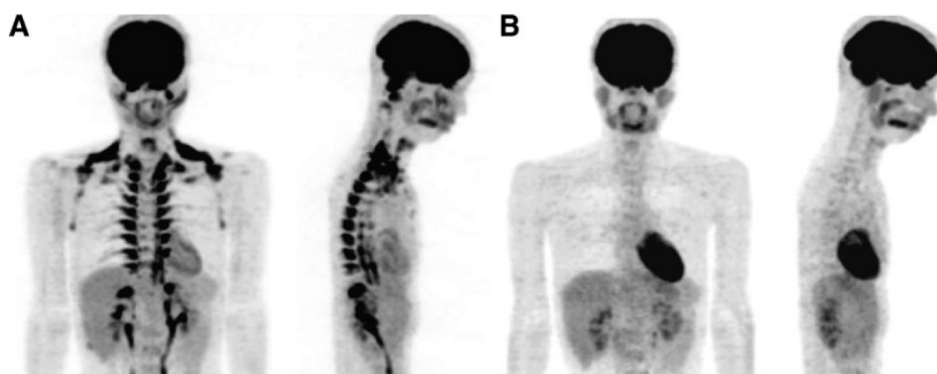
Whole-body FDG-PET images under cold or warm condition. A: A 25-year-old male subject fasted for 12 h and was kept in an air-conditioned room at 19°C with light clothing and put his legs on an ice block intermittently (for ~4 min at every 5 min). B: The same subject underwent FDG-PET/CT examination as previously, but he was kept at 27°C with standard clothing and without leg icing (warm condition) for 2 h before the examination. (Saito *et al.* 2009)
